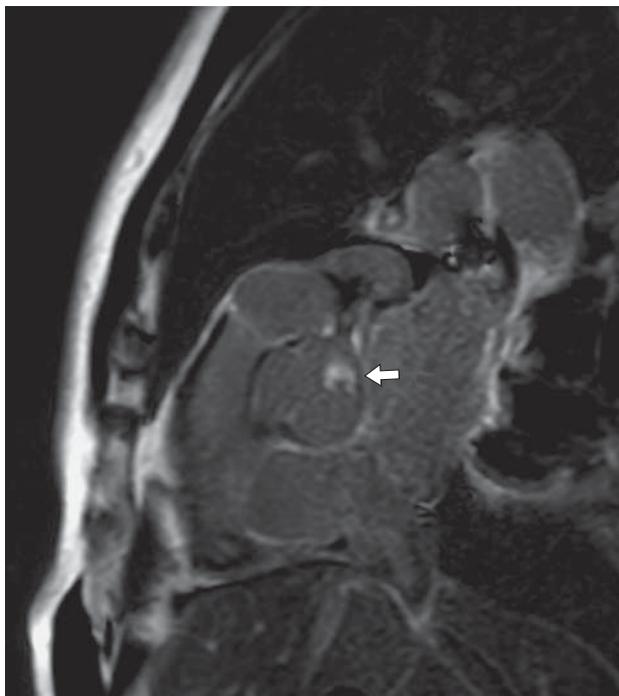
Наблюдение 1. На сагиттальном срезе МР-томограммы (импульсная последовательность PSIR) определяется феномен позднего контрастирования опухоли (стрелка), что доказывает наличие фиброзной стромы.
